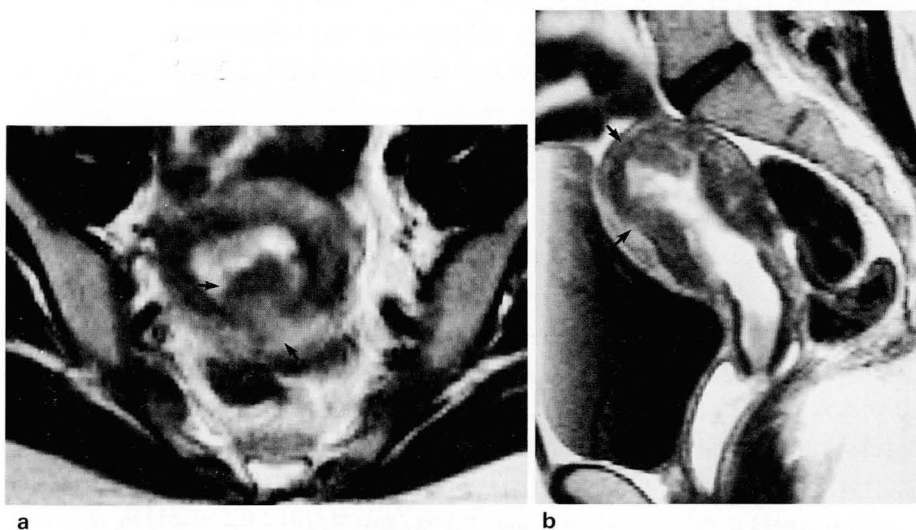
a. Axial SE(TR=4700, TE=128) MR image shows lobulating mass along the endometrial wall with low signal intensity than the myometrium.
